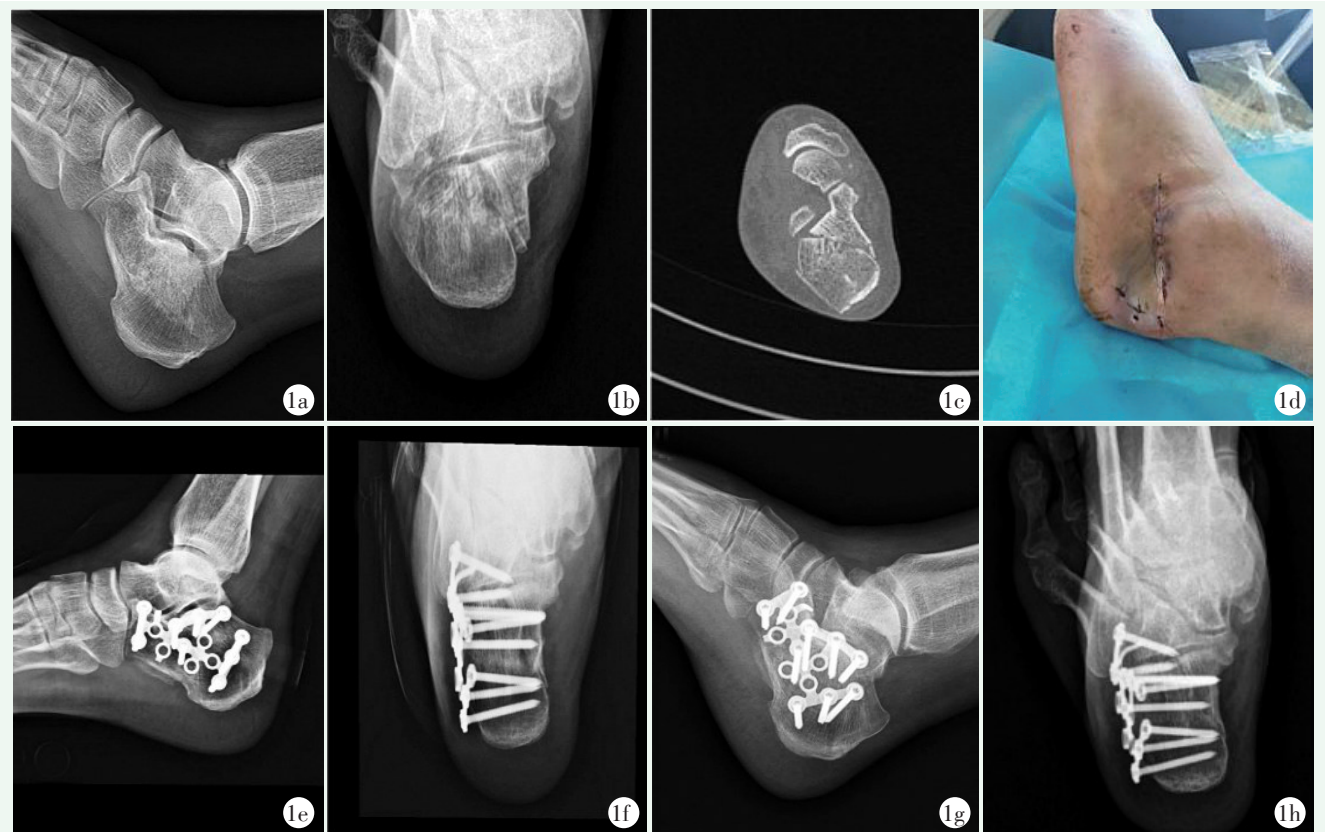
患者,男,70 岁,左侧跟骨骨折,采用外侧横切口锁定钢板内固定治疗。1a: 术前侧位 X 线片示左跟骨关节内骨折,关节面塌陷, Böhler 和 Gissane 角丢失; 1b: 轴位 X 线片示跟骨变宽; 1c: CT 示跟骨关节面碎裂、塌陷、移位, Sanders 分型 II 型; 1d: 行外侧横切口锁定钢板内固定后切口所见; 1e: 术后 2 d 侧位 X 线片示 Böhler 和 Gissane 角恢复可; 1f: 轴位 X 线片示跟骨宽度恢复可; 1g, 1h: 术后 1 年 X 线片示复位无丢失,骨折已愈合。
